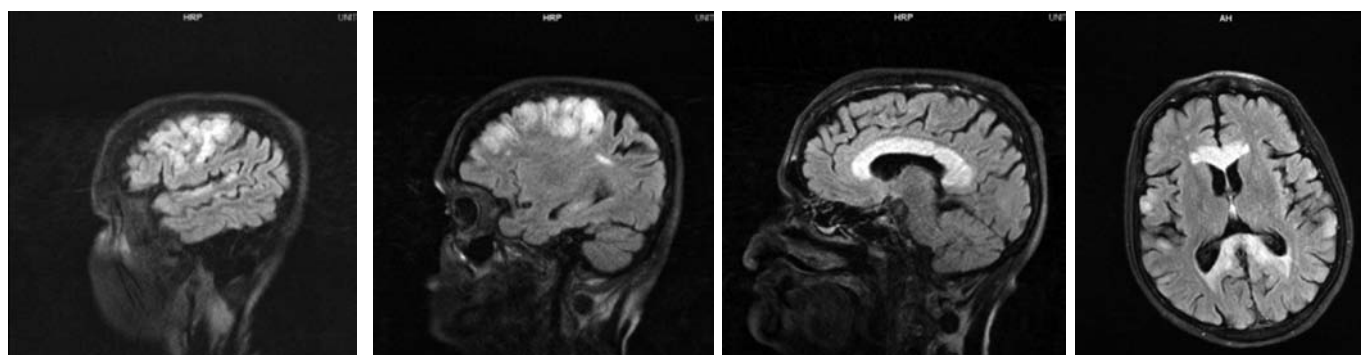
Imagens de T2-FLAIR (*fluid attenuation inversion recovery*). Imagens com lesões hiperintensas no corpo caloso e lobo frontal (subcorticais e corticais).
